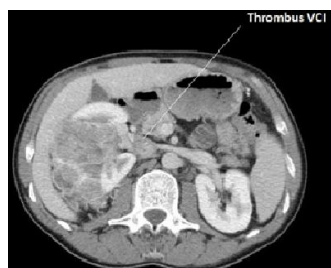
coupe uro-TDM objectivant la masse rénale droite et le thrombus de la VCI
